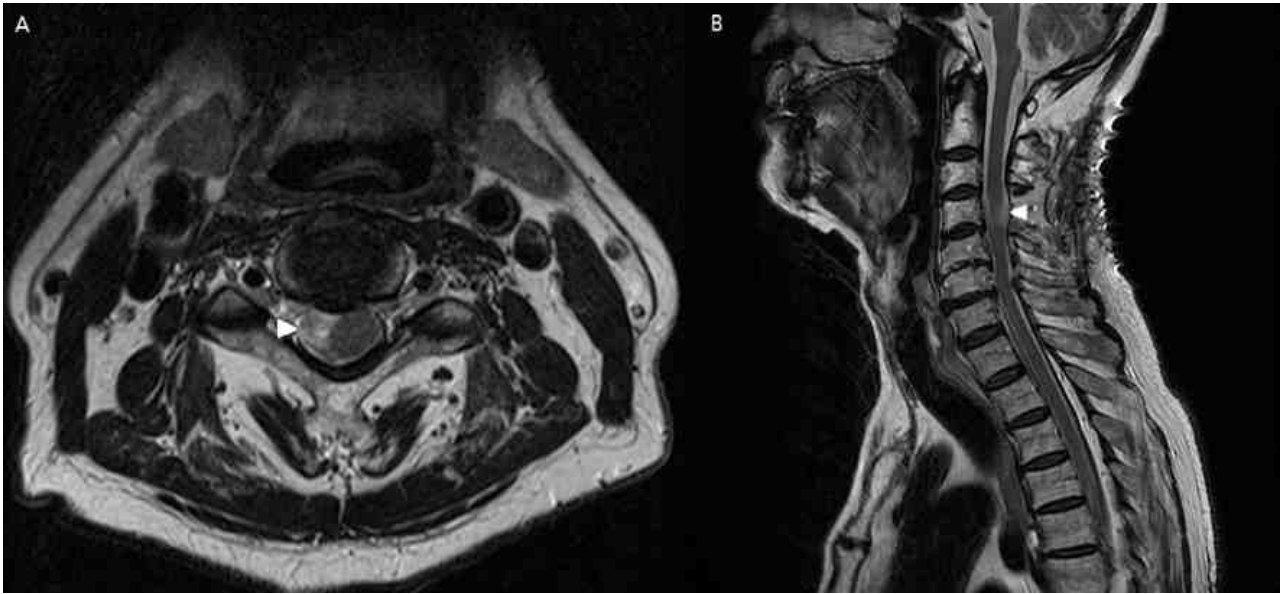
Pre-operative cervical spine magnetic resonance images of a patient who had numbness and weakness on the right arm due to a tumor in the spinal cord (arrow head). (A) T2 weighted axial view revealed a tumor on the dura at the level of C3 with a size of 1 cm × 1.9 cm × 1.8 cm on MRI which is shifting the spinal cord onto the left. (B) T2 weighted sagittal view of the patient.
